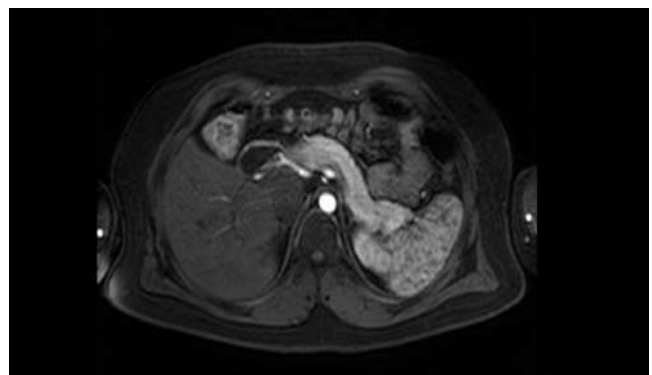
Resonancia magnética con contraste de abdomen, de 1,5 teslas (T)
